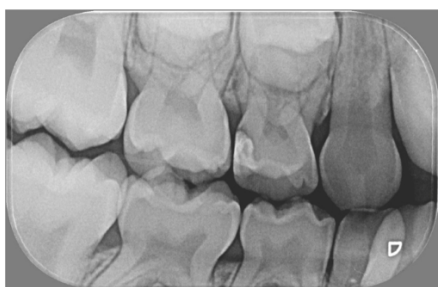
Radiografia interproximal de molares direito, evidenciando lesão cariosa na distal do elemento 54.
